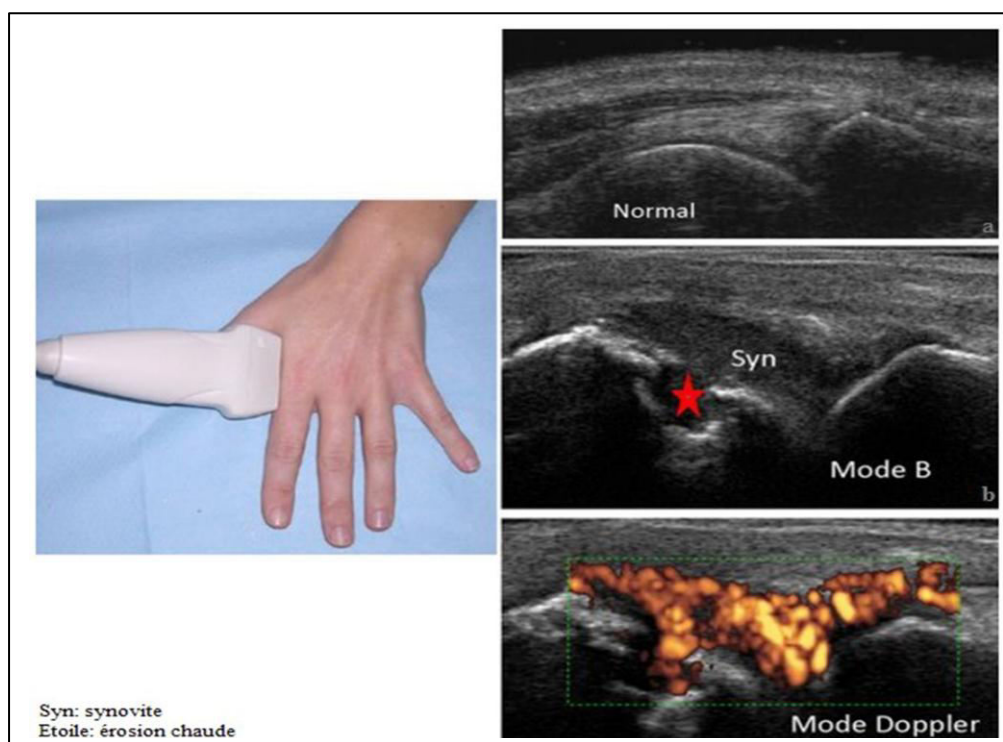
Coupe longitudinale au bord radial de la 2^{ème} métacarpo-phalangienne: a) articulation normale ; b) présence d'une érosion contenant une synovite – doppler positif . (Etchepare F et Gandjbakhch F, 2010)
